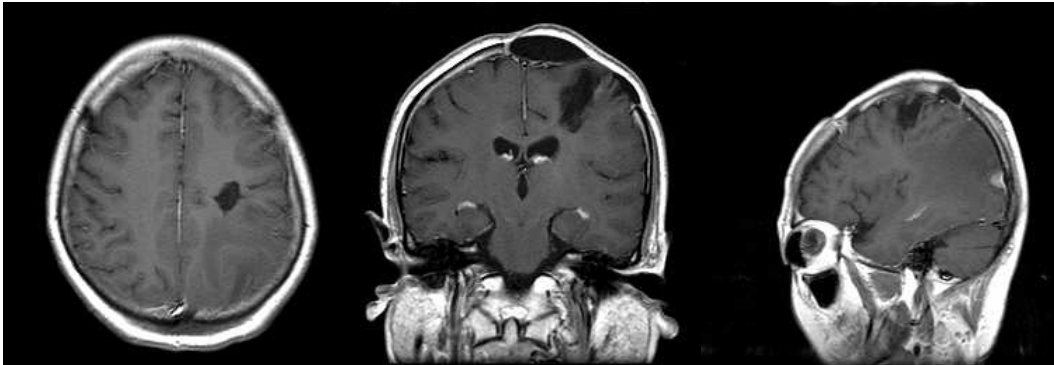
Postoperative brain MRI of the case of Hepatocellular ca. metastasis; Craniotomy upon left parietal lobe and total removal of mass was performed. In the operation field, the tumor bleeding finding was detected. She was discharged at postoperative 17 days with same KPS in admission period. But, She had survived 23 months after surgery.
